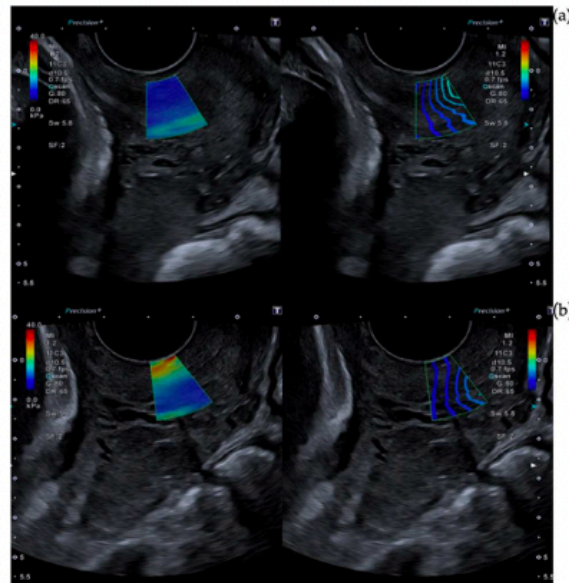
Reflection of excess pressure in SWE measurements. Figure 3 shows different SWE captures. The left image is an elastography color map, and the right one is a propagation map. Both of them overlay b-mode ultrasound images. (a) Represents a capture without any tissue pressure. (b) is the same image but with an excess of pressure that deforms the b-mode. This generates a false stiffness.
